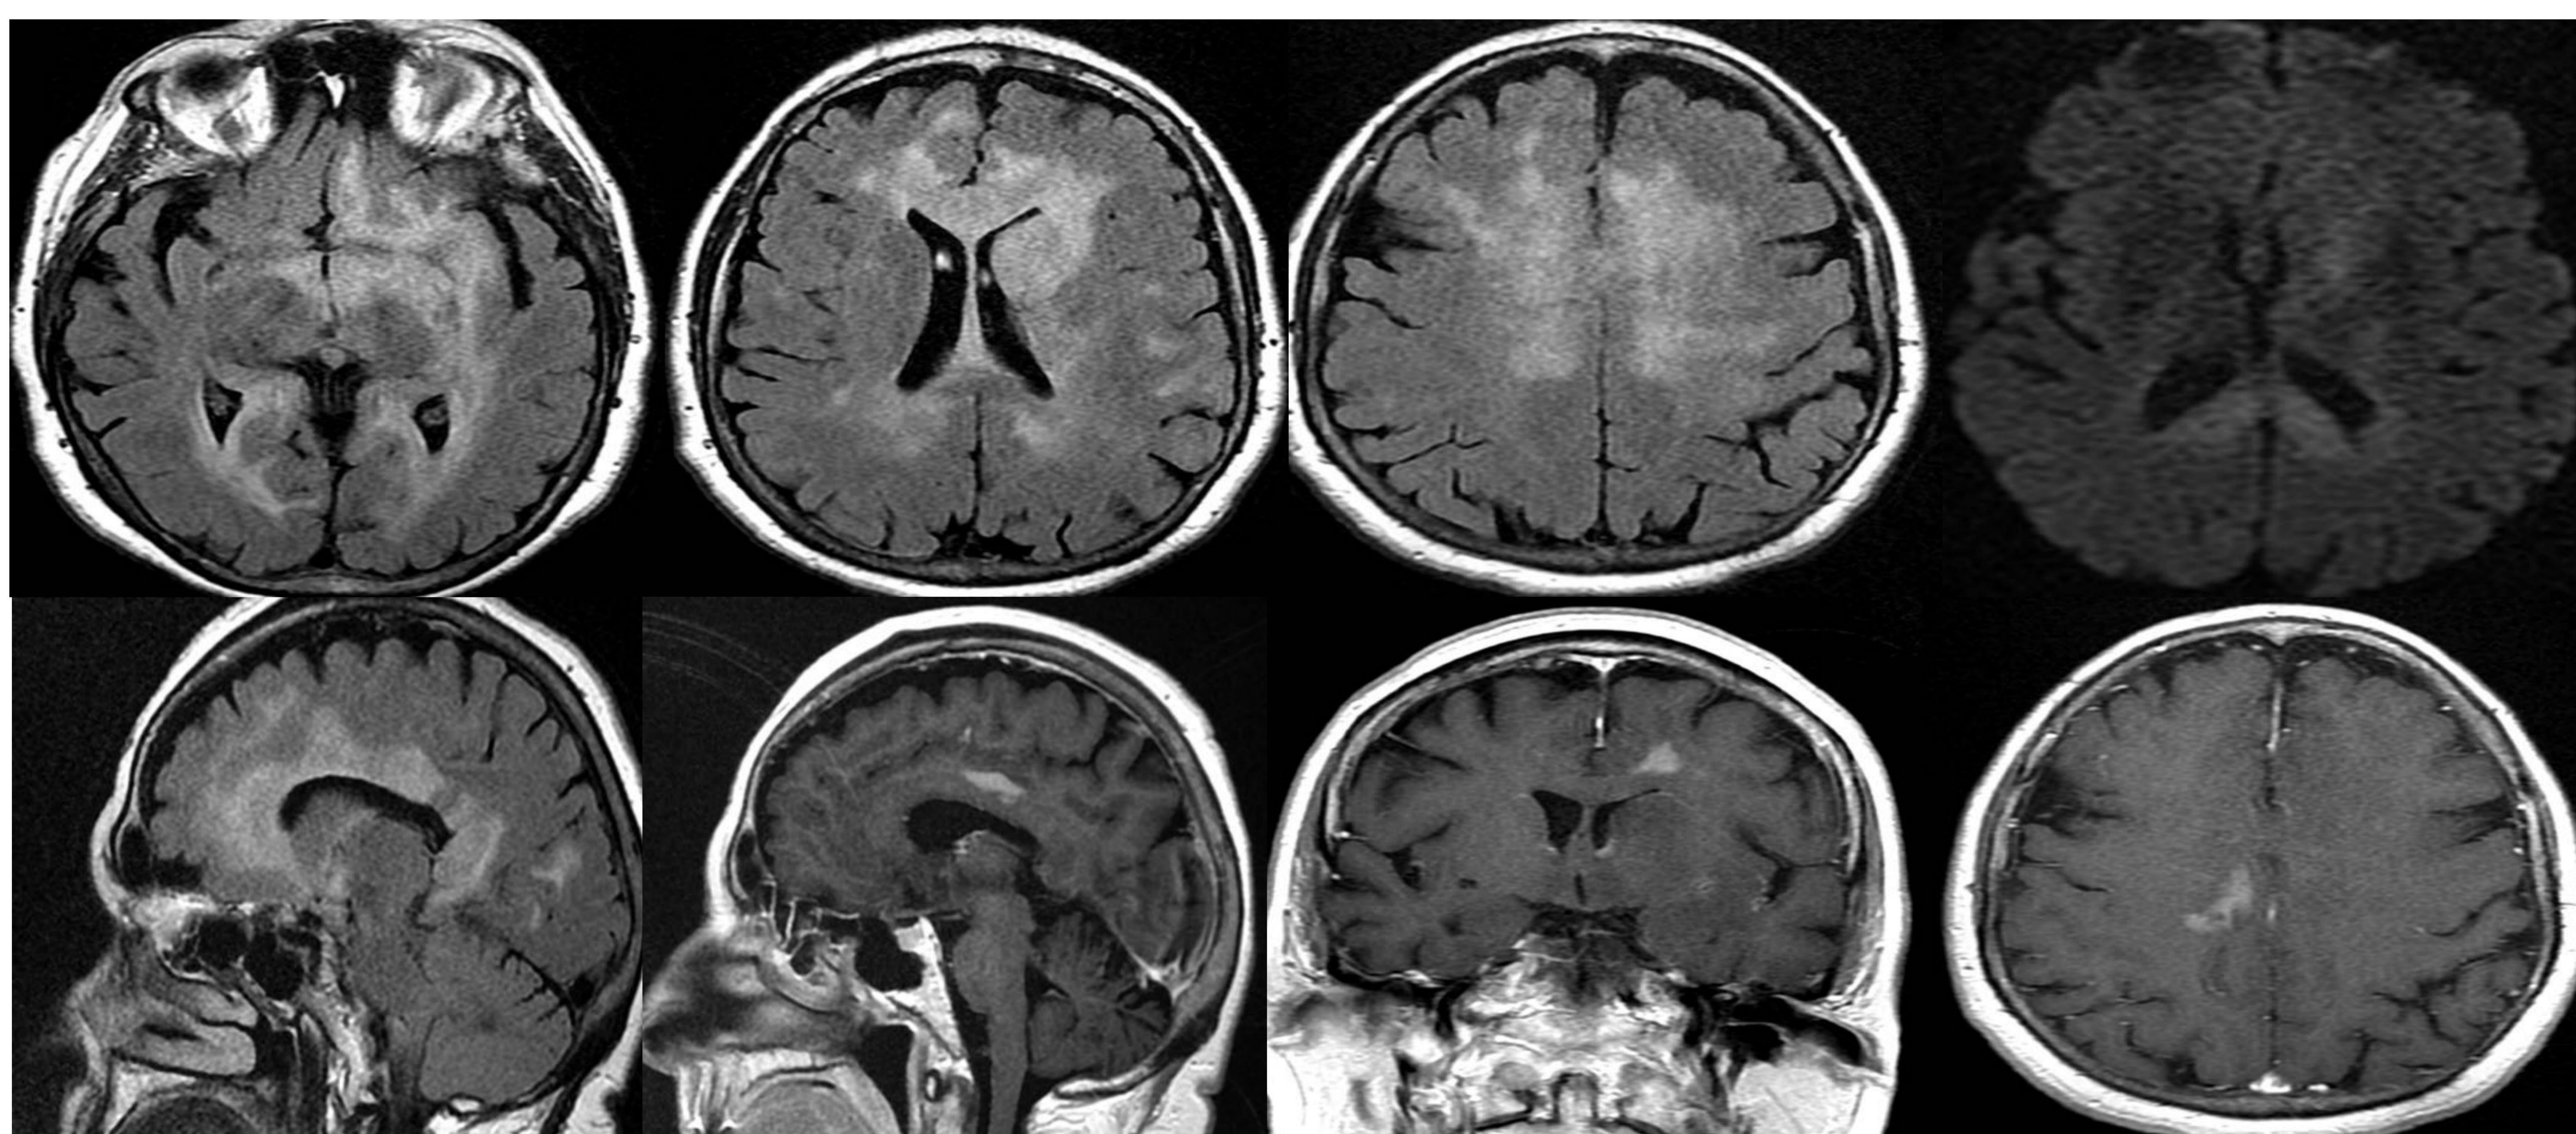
RM cerebral en secuencias T2FLAIR, difusión b3000 y T1SE + Gd. Paciente con antecedente de diplopía hace meses, sospecha de vasculitis. Se observa una afectación extensa de la sustancia blanca profunda sobre todo, y sustancia gris de predominio basal y central. Evolutivamente se aprecia que la afectación ha ido cambiando de localización, siendo actualmente difusa, bilateral y asimétrica, afectando a áreas centrales y basales, y al cuerpo callosa. La afectación en torno a la cabeza del caudado tiene ligero efecto masa. Hay al menos dos lesiones con captación parasagiales. El estudio citológico del LCR fue concluyente para linfoma cerebral difuso. Imágenes cedidas por el doctor Luis Concepción Aramendia, Hospital General de Alicante.
